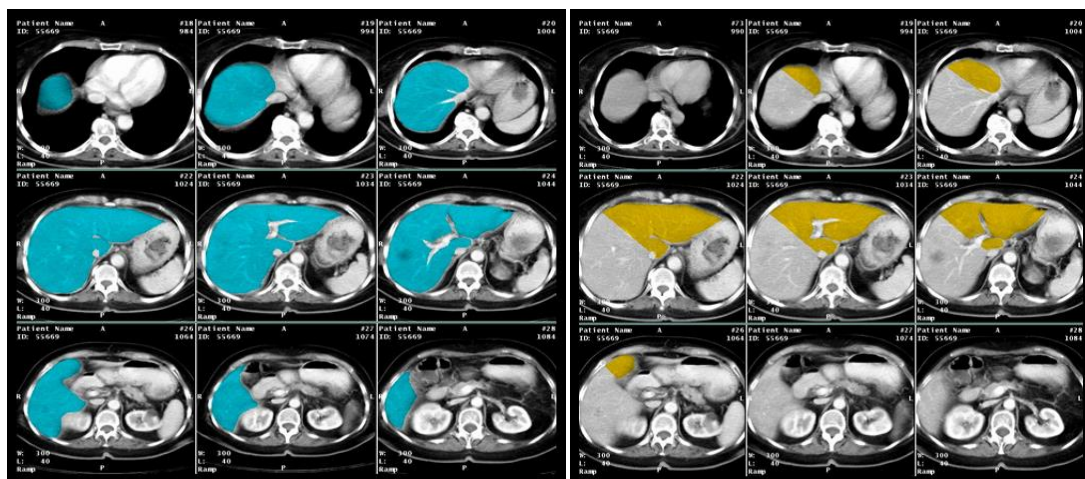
Cálculo del volumen hepático mediante TC. En azul se muestra el VHT, en amarillo el VHR.
